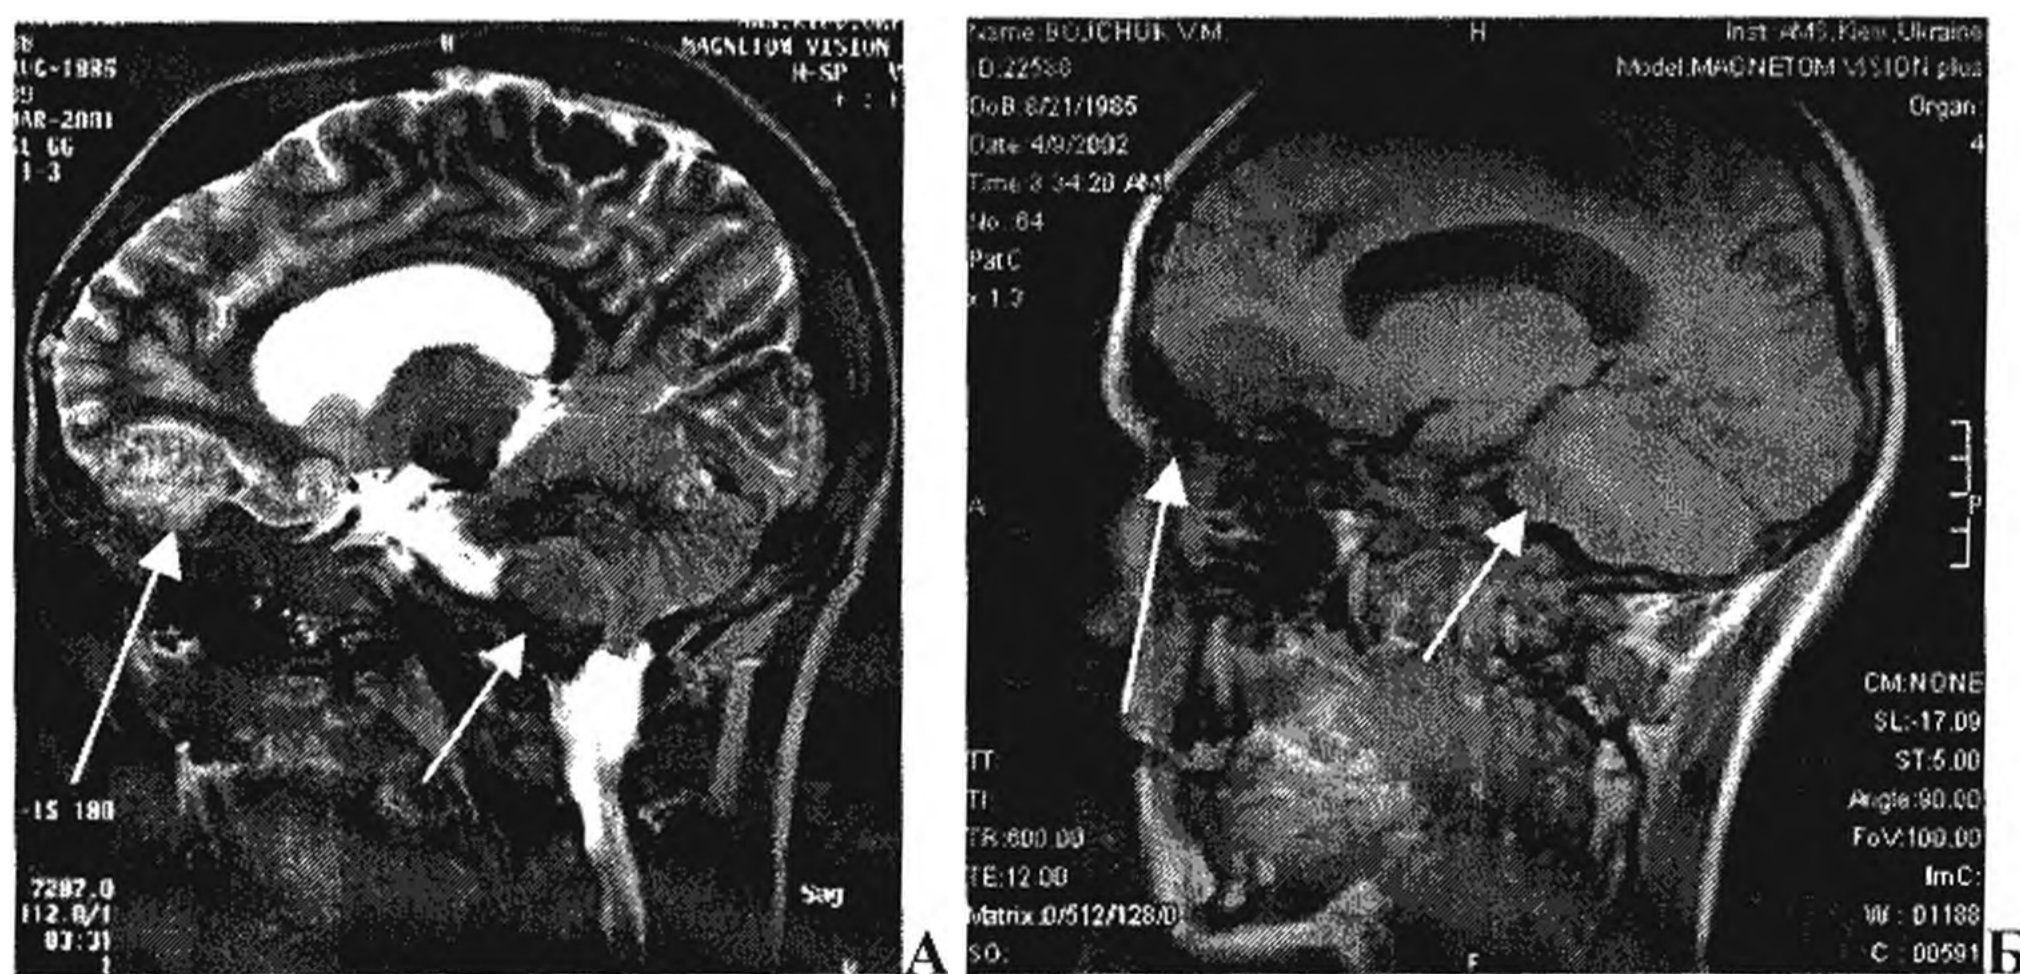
Спостереження 4. МРТ в сагітальній проекції у T2 та T1wі. Множинні менінгіоми: двобічні менінгіоми передньо-нижнього відділу серпа (показано довгими стрілками) та краніовертебрального переходу (до (А) та після (Б) оперативного втручання (субтотальне видалення) з приводу менінгіоми краніовертебрального переходу).
